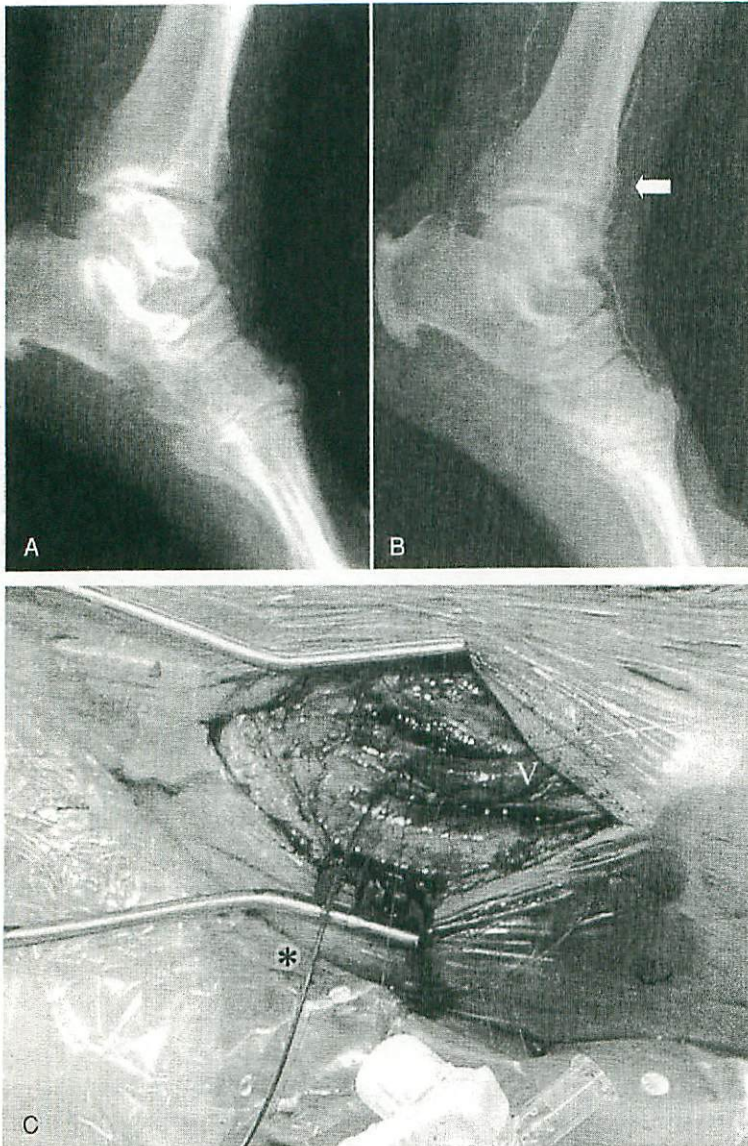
X-ray film (A) and arteriogram (B) in 54-year-old woman with hemodialysis-dependent diabetic nephropathy. Arrow indicates the site we choose for distal anastomosis. Because of diffuse severe calcification of entire arterial tree (A), we utilized balloon catheter to control arterial back flow (C). Running suture is not suitable for severe calcified artery. *: balloon catheter, V: vein graft
